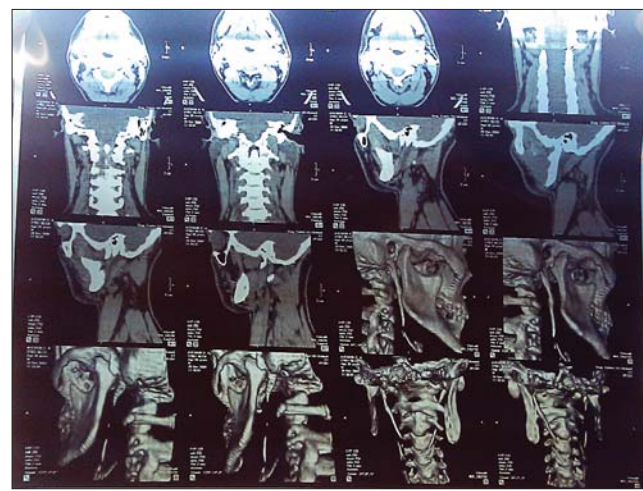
Компьютерная томограмма шиловидного отростка (зафиксирована его гипертрофия)
